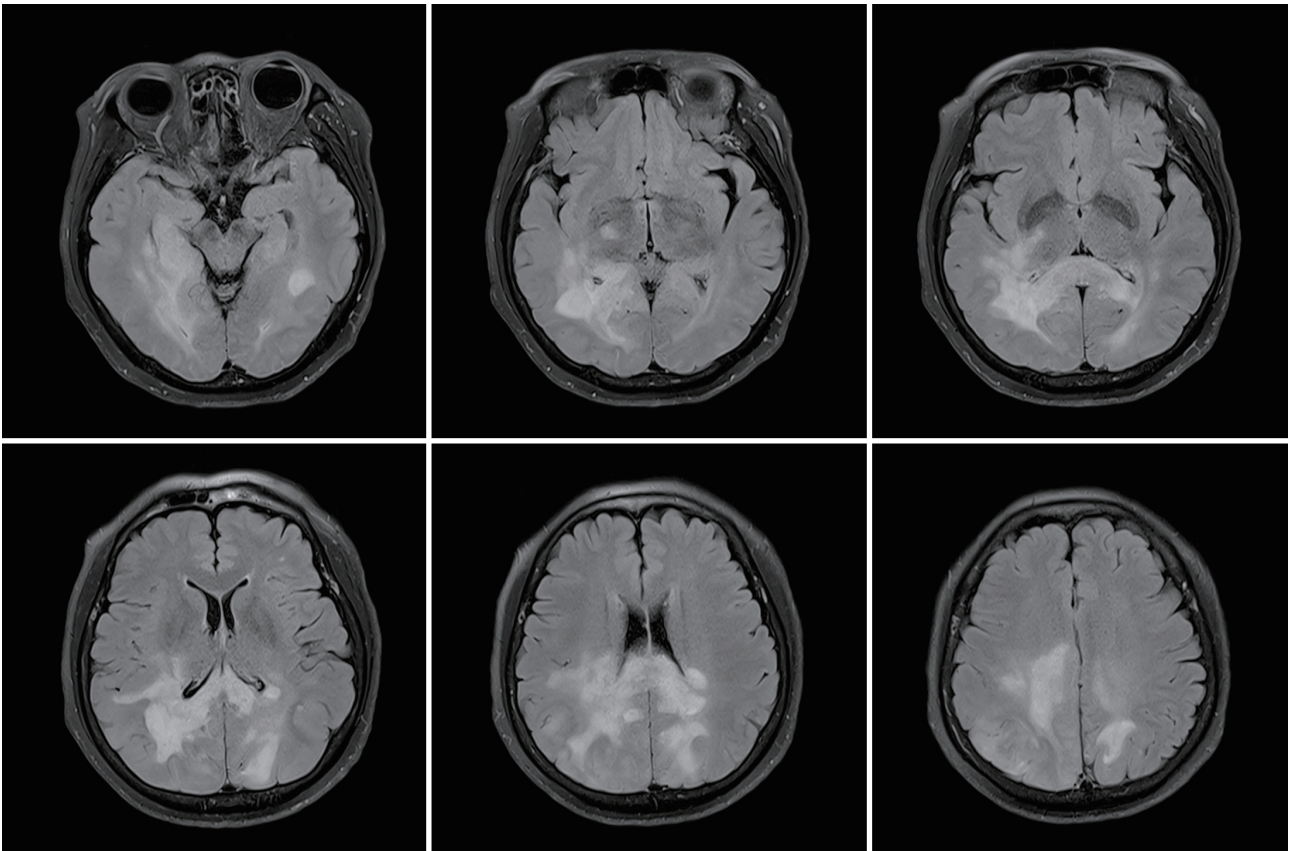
Brain MRI using fluid-attenuated inversion recovery showed multifocal hyperintensities in both the parieto-occipito-temporal subcortical and periventricular white matter, corpus callosum splenium, and medial temporal lobe.
